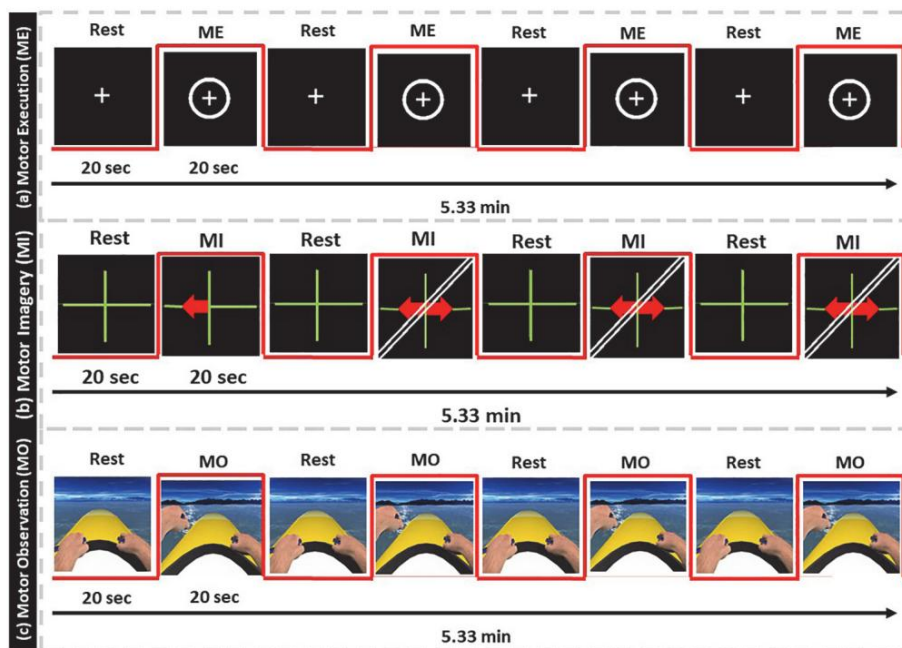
Protocolo de resonancia magnética funcional. (a) Retroalimentación de ejecución motora, (b) Retroalimentación de imágenes motoras con flechas direccionales, (c) Retroalimentación de observación motora de NeuRow.
